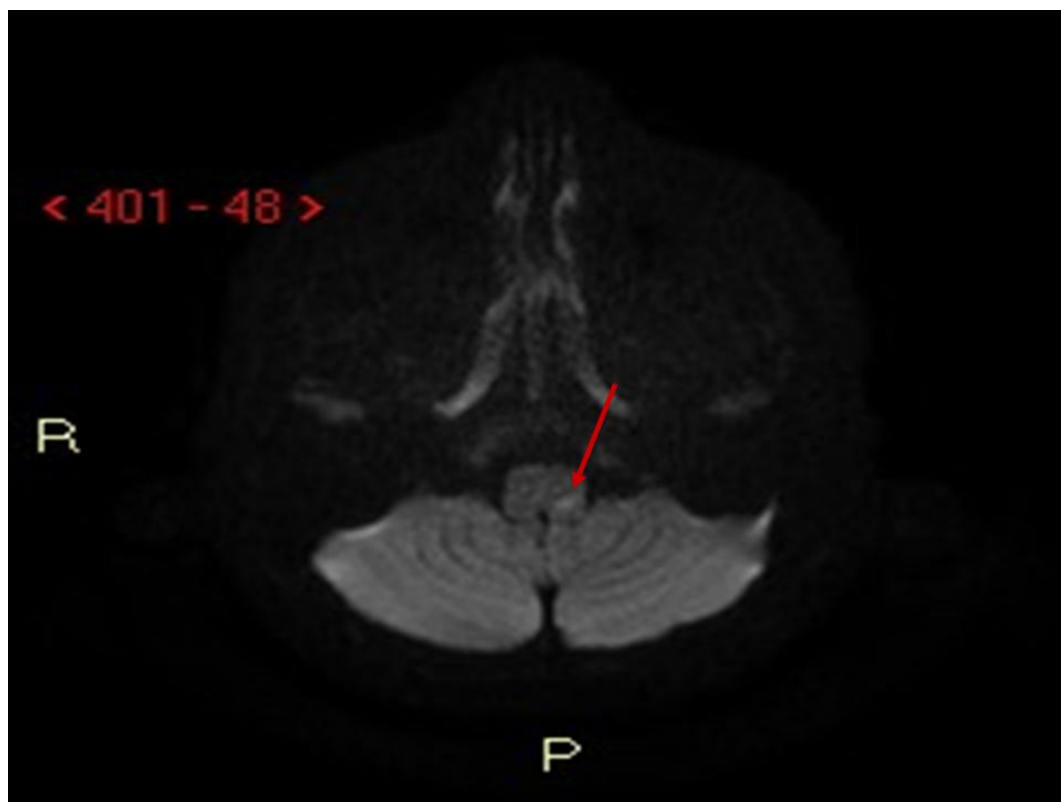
RMN. Assiale FLAIR (a sinistra): piccola lesione iperintensa a carico della porzione posteriore sinistra del bulbo compatibile con piccola lesione ischemica recente. DWI
